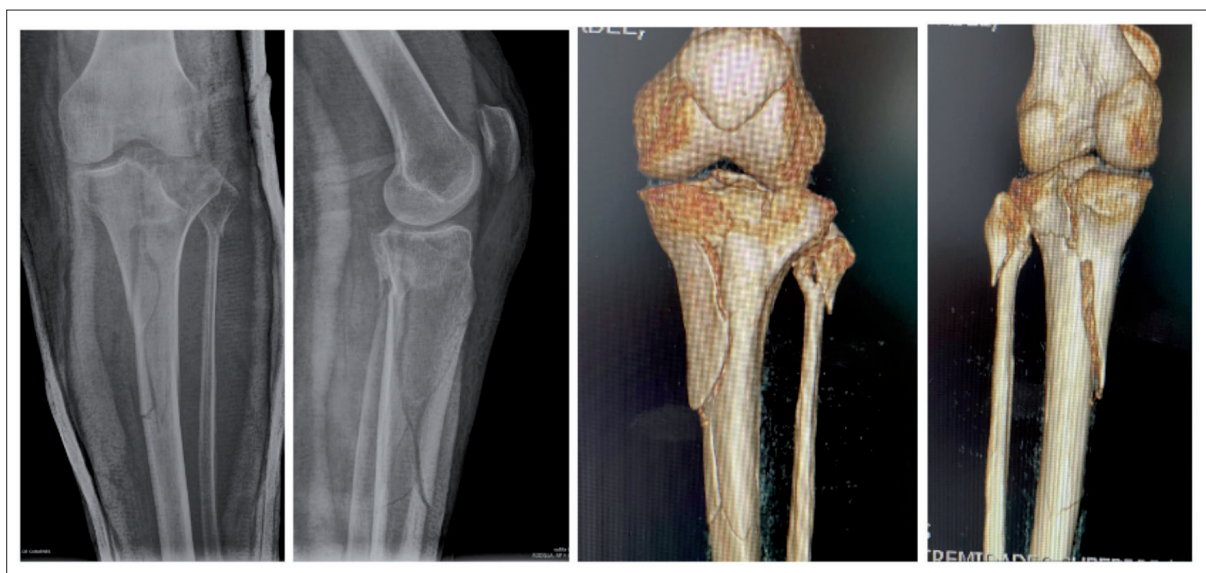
Rx tibia y peroné e imágenes de reconstrucción 3D mediante TAC preoperatorias
